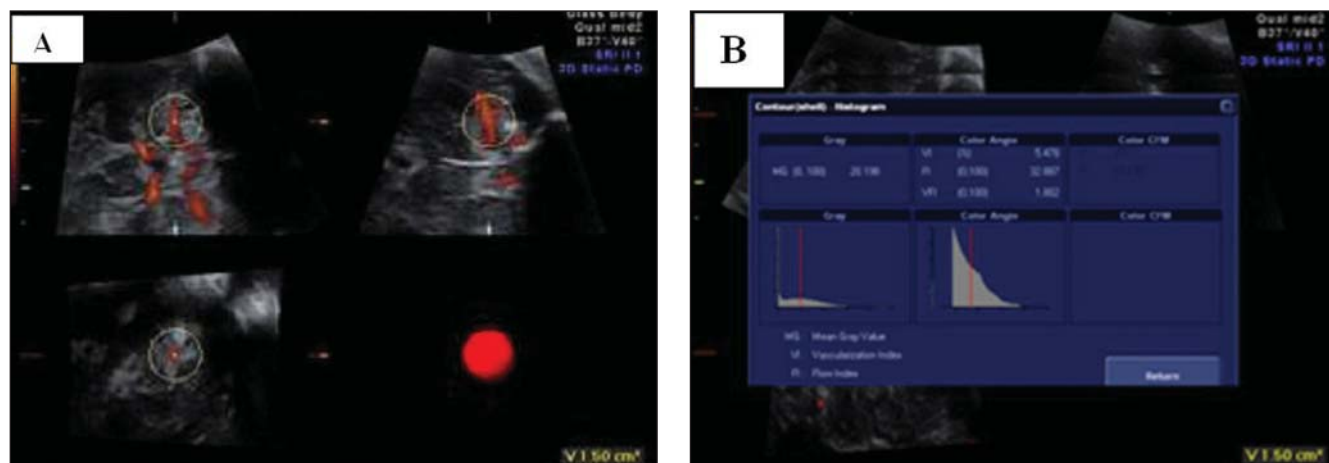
A: Modo esfera do VOCAL selecionando o território da artéria cerebral média anterior. B: Selecionada a tecla VOCAL Shell Histogram, com o cálculo automático dos índices vasculares do 3D *power* Doppler (VI, FI e VFI).
